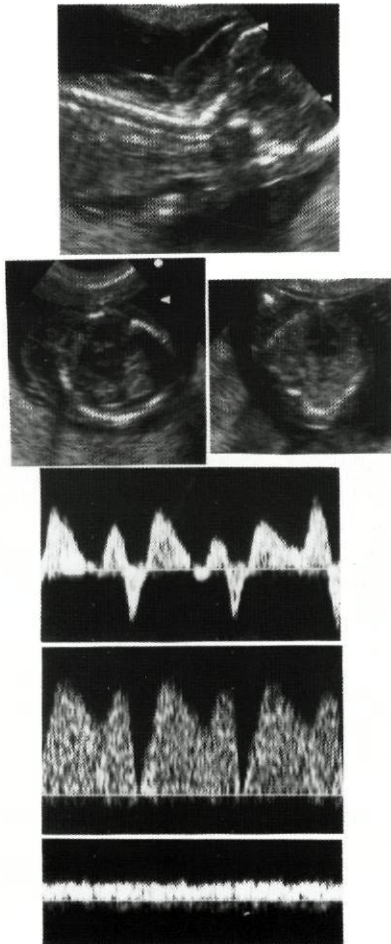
Padrão das ondas de fluxo sanguíneo obtido por Doppler na veia cava inferior, ducto venoso e veia umbilical (por ordem descendente) às 12 semanas de gestação num caso de trissomia 21. Frequência cardíaca fetal = 147 batimentos por minuto; translucência da nuca = 10 mm.
